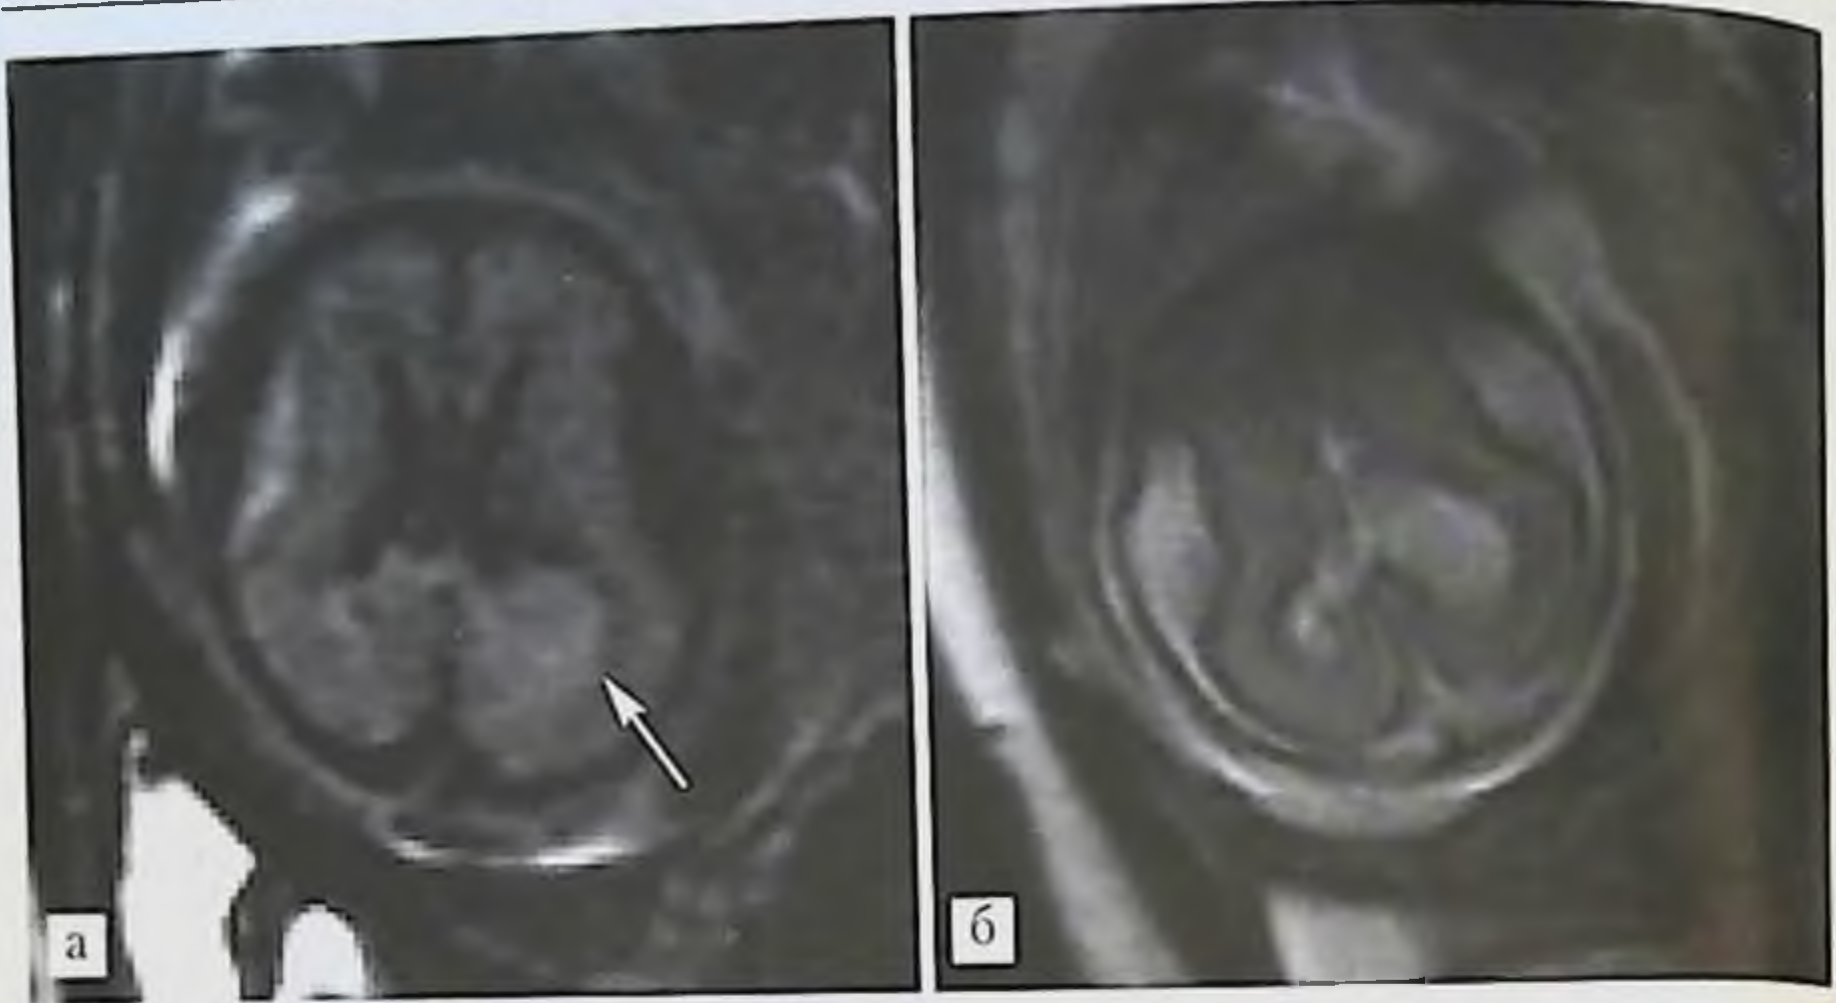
Срок гестации 24 нед: *а* — срез в аксальной плоскости. FLAIR SSFSE ИП. Параметры: TR 3023; TE 501; FOV 26×26 см; матрица 256×160; толщина среза 5 мм; интервал между срезами 1 мм. В задних отделах левого бокового желудочка располагается образование, исходящее из сосудистого сплетения (стрелка). Интенсивность сигнала опухоли и сосудистого сплетения идентичны, отличаются от цереброспинальной жидкости; *б* — срез в аксальной плоскости. T2-ВИ SSFSE ИП. Дифференцировать патологическое образование от ЦСЖ в желудочке не представляется возможным.
